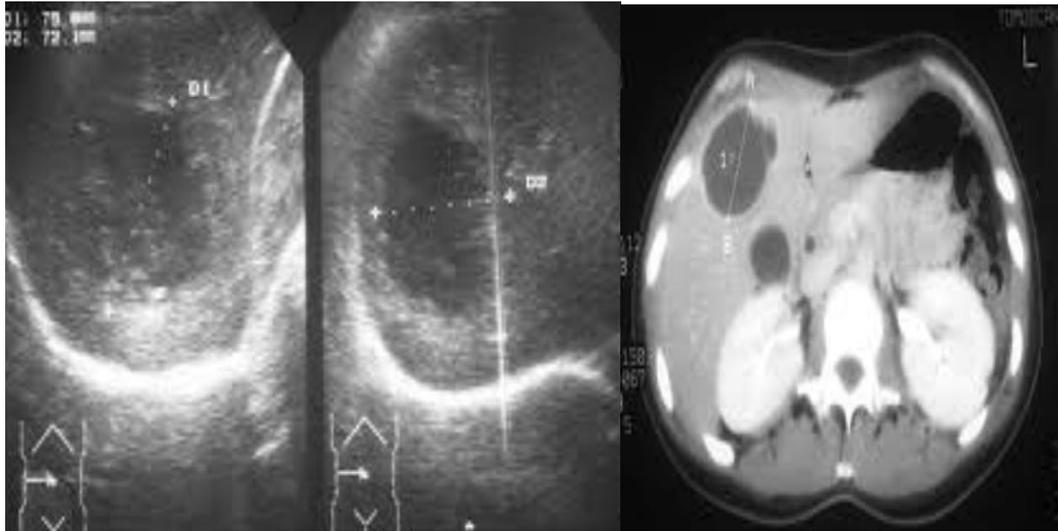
aspect échographique et tomodensitométriques d'un abcès hépatique
